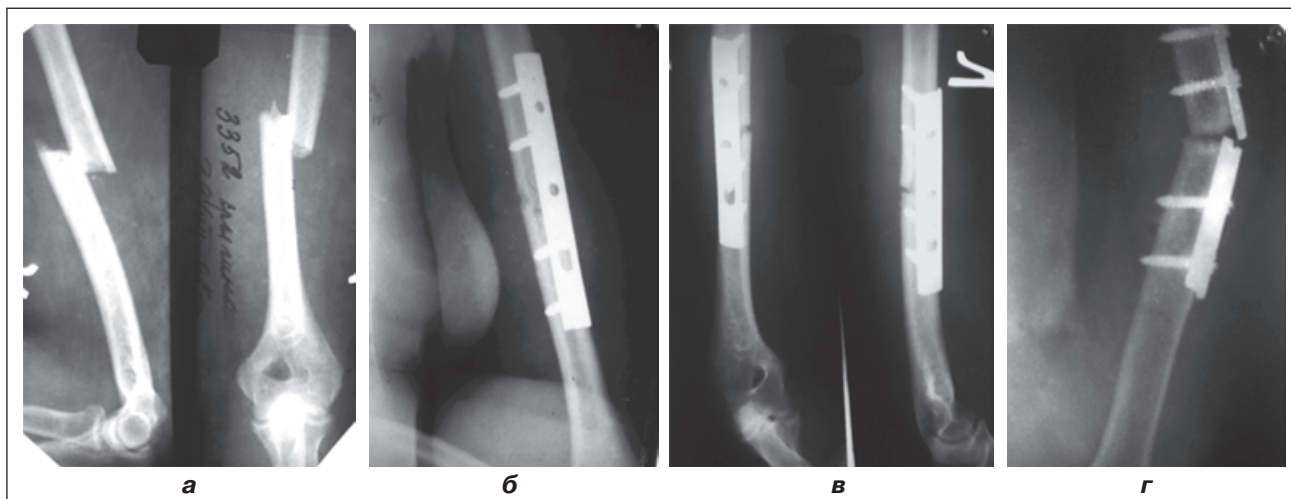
Фотоотпечатки рентгенограмм пациентки К., 48 лет: а — после травмы; б — после операции; в — через год после операции; г — через 7 лет после операции
